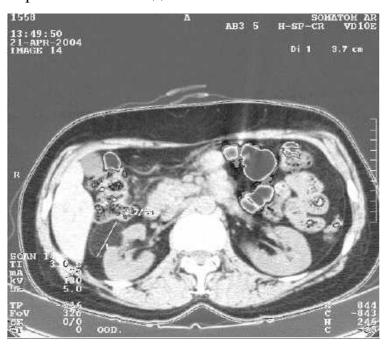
Рентгеновская компьютерная томограмма почек (поперечный срез). В среднем сегмента правой почки опухолевый узел с плотностью жировой ткани (обозначен штрихом) - ангиомиолипома.
